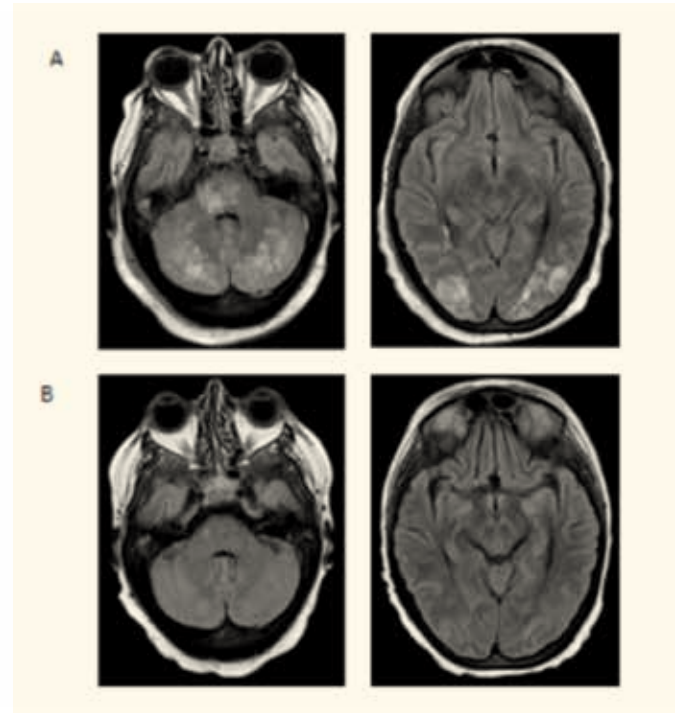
RMN dell'encefalo con contrasto in giornata 57 (A) e in giornata 64 (B) da trapianto.
